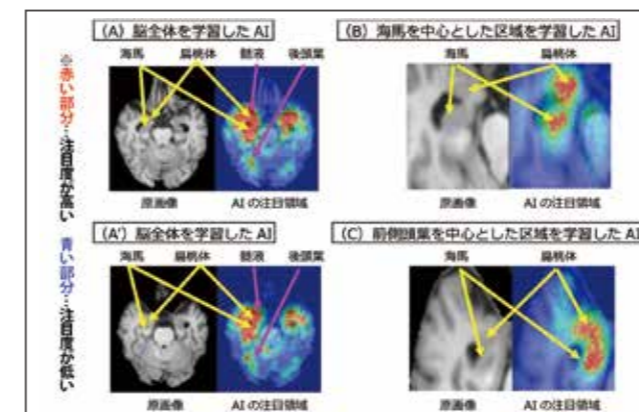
AIがADへの進行を予測する上で注目した微細な萎縮パターン（MRI検査の三次元画像）
